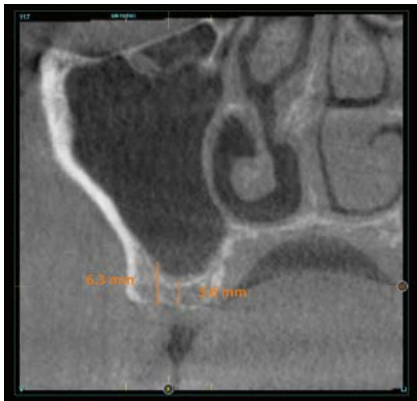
Planungs-CT, auf der die Restknochenhöhe zu sehen ist
